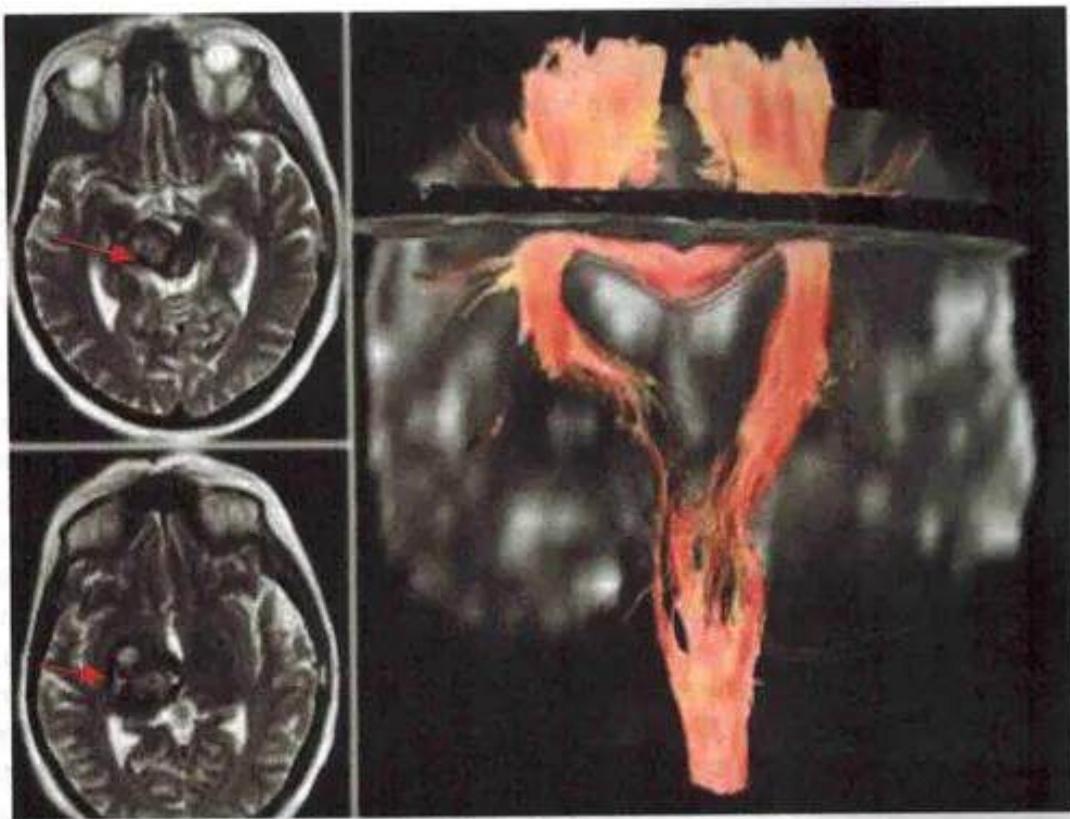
МРТ-трактография у больного с глубинно расположенной каверномой таламуса и среднего мозга справа
